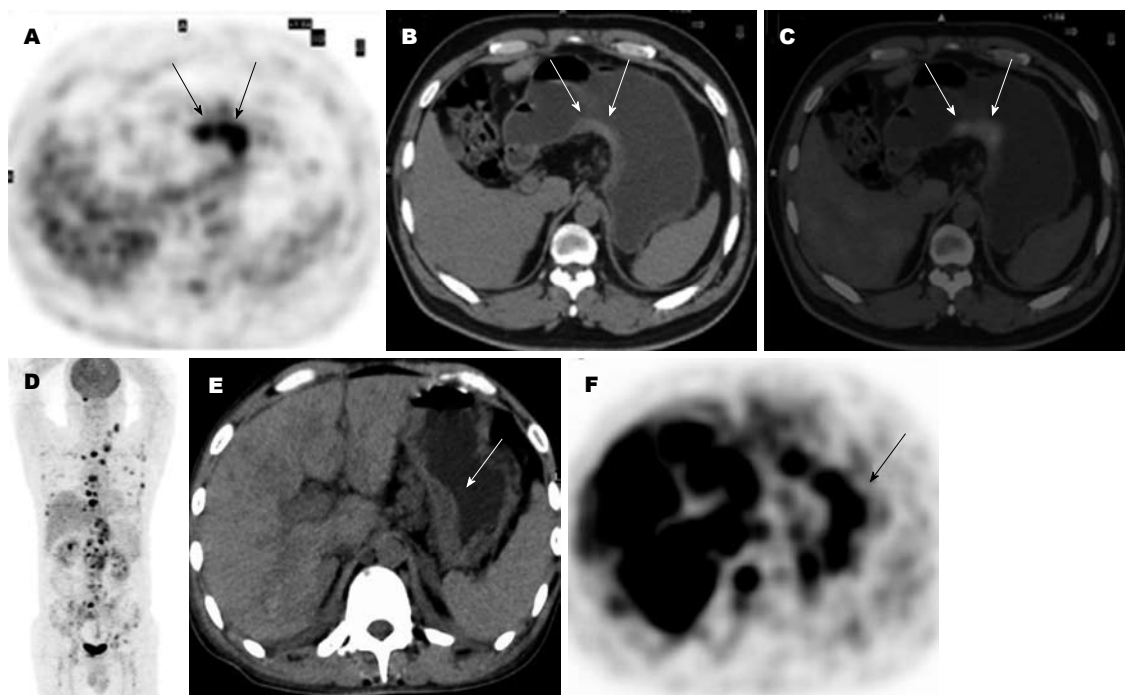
易诊型. A-D: 11号病例, 胃体低分化腺癌; 男, 61岁, FDG PET/CT显示胃体后壁局限增厚伴高度放射性浓聚(A: 黑箭头; B, C: 白箭头). 多发骨转移瘤呈多发放射性浓聚灶(D); E-F: 2号病例, 胃体和胃窦低分化腺癌; 男, 43岁, 以腹股沟淋巴结转移瘤为首发症状, FDG PET/CT显示胃壁不规则增厚伴高度放射性浓聚(黑白箭), 肝及腹膜后淋巴结多发转移瘤呈异常放射性浓聚。
